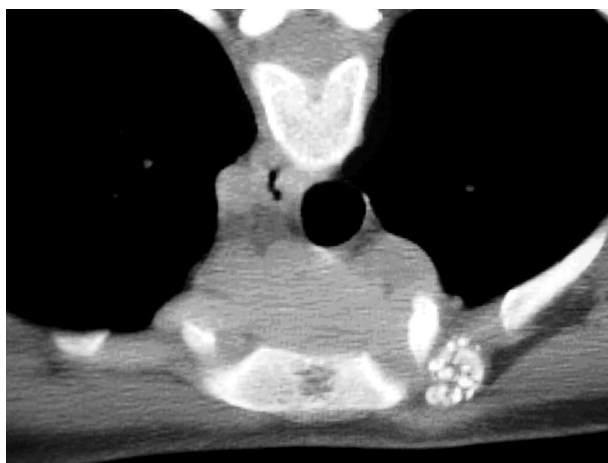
Imagen TC (corte axial). Se observa la presencia de nódulos cartilaginosos a nivel de la articulación esternoclavicular izquierda.
